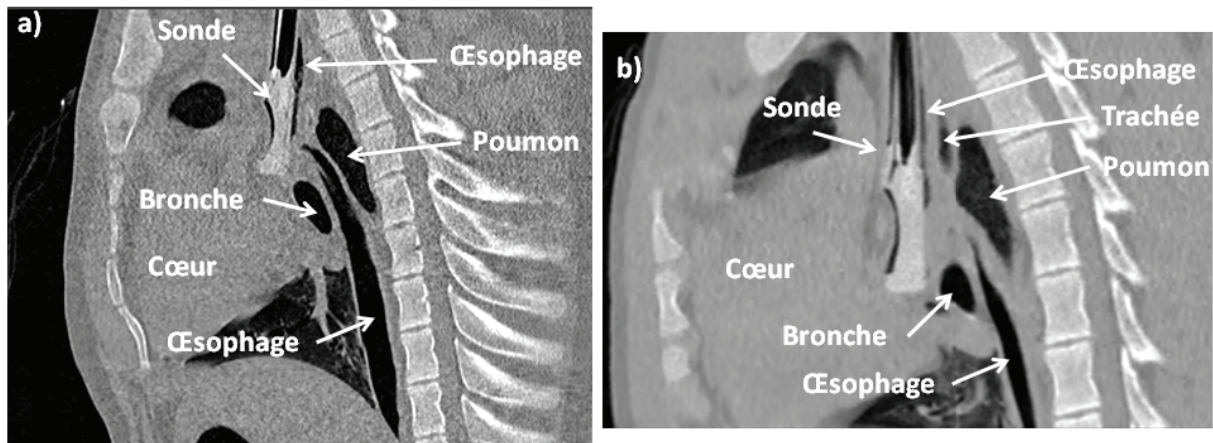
Visualisation sur coupes CT sagittales de la trajectoire de la sonde et de l'œsophage sur le porc n°2. a) La sonde se situe juste au-dessus du cœur. On distingue le coude de l'œsophage au-dessus de la bronche principale gauche. b) L'élasticité de l'œsophage permet d'insérer la sonde suffisamment pour permettre la visualisation des cavités cardiaques supérieures sans perforer l'œsophage.
